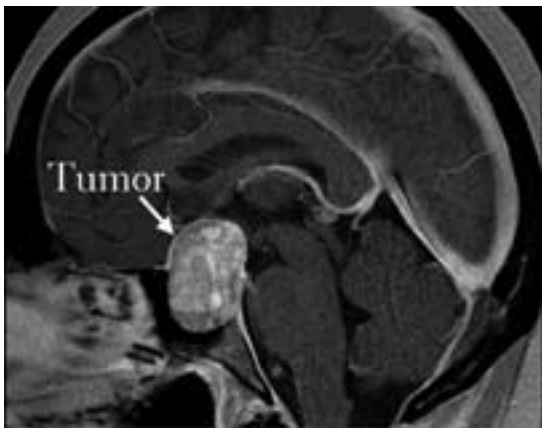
Resonancia nuclear magnética, macroadenoma hipofisario (2009)
